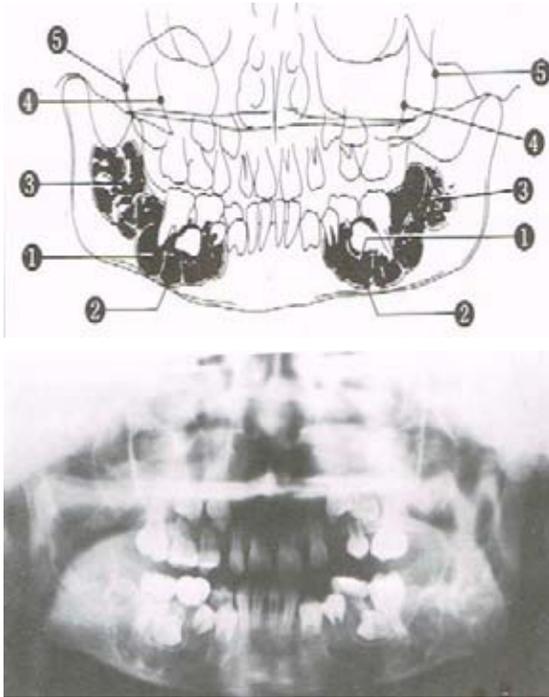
Ortopantomografía. LCCG, Lesión agresiva bilateral.²⁹
